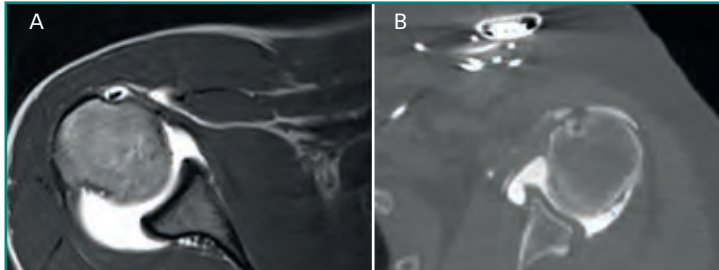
A: imagen axial de artro-RM de hombro; B: imagen axial de artro-TC de hombro, en paciente con marcapasos.
